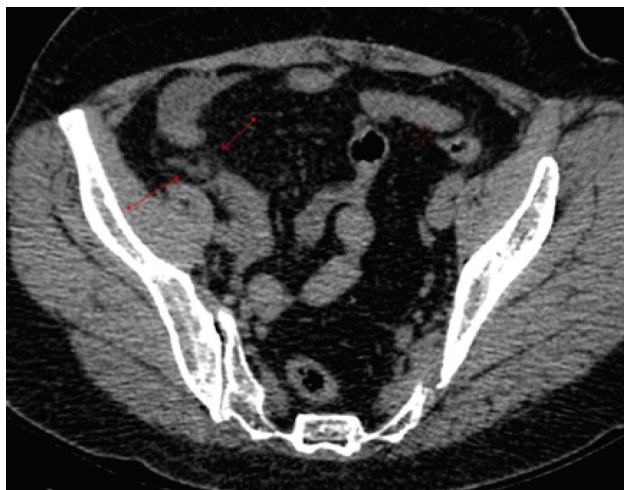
Tomografia Computadorizada do abdome no corte axial sem contraste endovenoso, evidenciando apêndice cecal medindo 7mm e discreta obliteração da gordura periapendicular.
